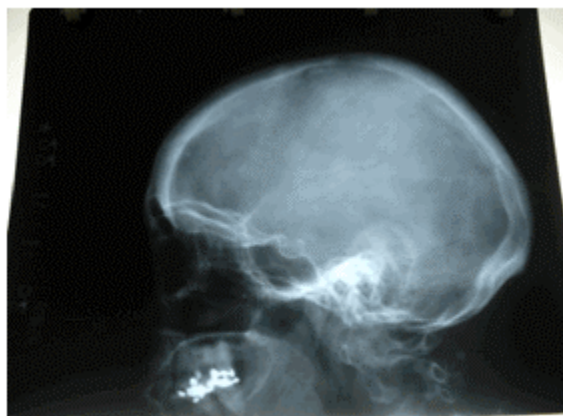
Radiografía que muestra la ausencia de alteraciones en la silla turca.
